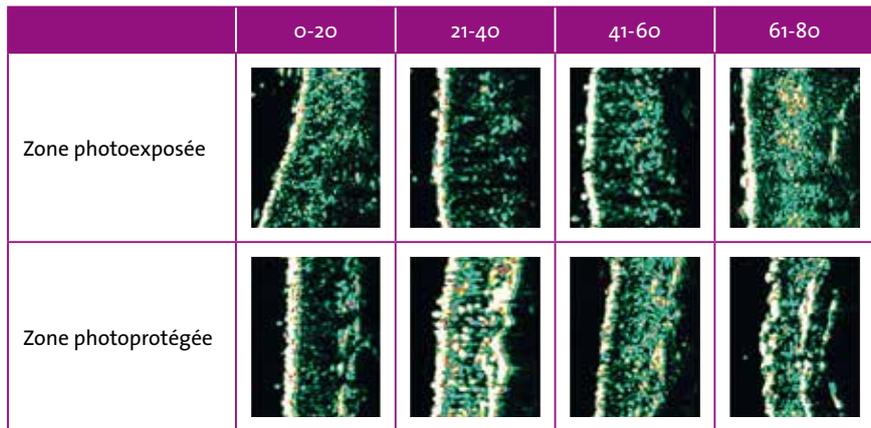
Aspects échographiques de la peau liés à l'âge, montrant les changements objectifs de l'épaisseur de la densité cutanée.
